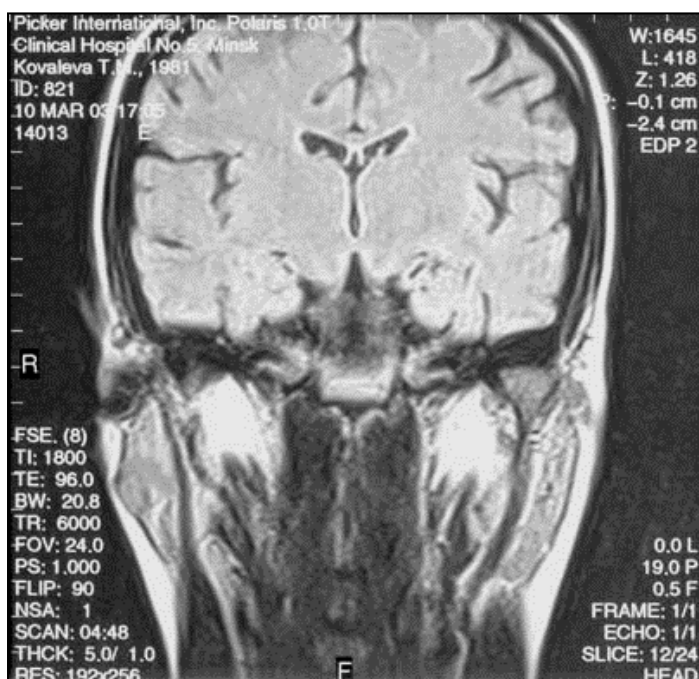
МРТ слюнных желез
